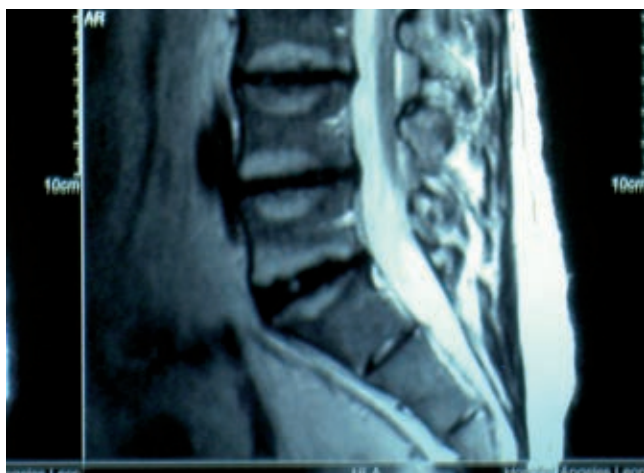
Imagen de RMN en plano sagital ponderada en T2, con acercamiento de los niveles L4/L5 y S1 de columna lumbosacra, con presencia de cambios tipo Modic II, con cambios degenerativos discales; abultamiento de los discos L3/L4, L4/L5 y protrusión discal L5/S1.
